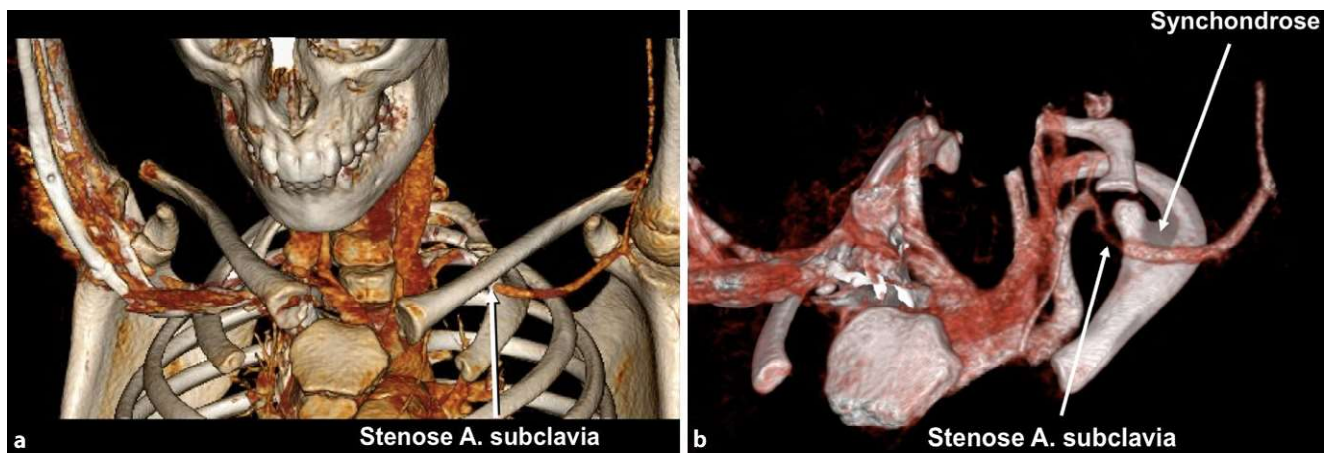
▲ CT-3D-Rekonstruktion unter Provokation mit elevierten Armen (a) und Ansicht von ventral mit digitaler Subtraktion des Schlüsselbeins (b)
